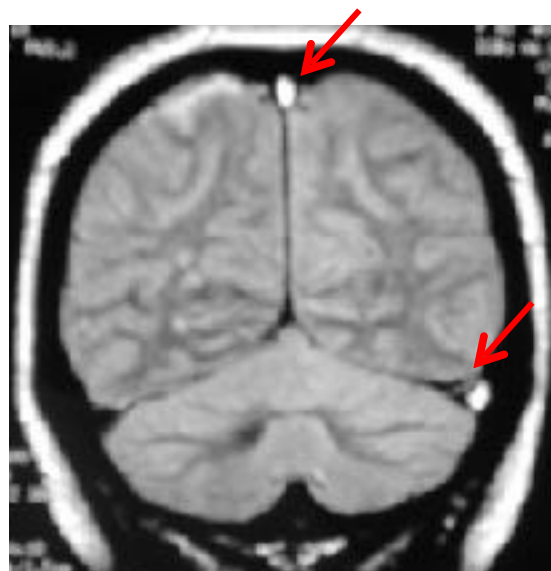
Imagerie: scanner ou IRM?
